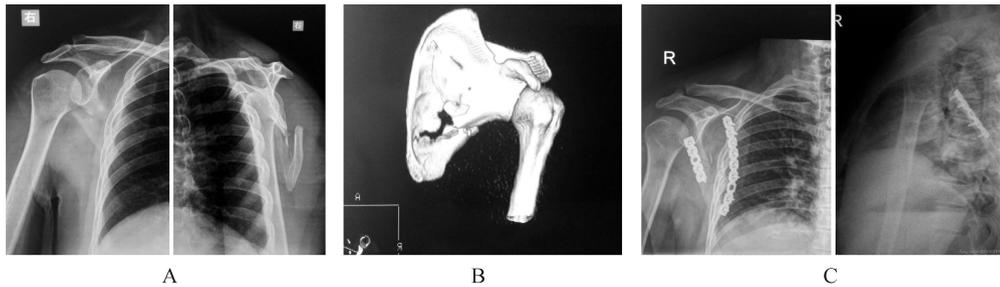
典型病例照片 A:术前肩胛骨正、侧位片,B:术前 CT 三维重建,C:术后肩胛
